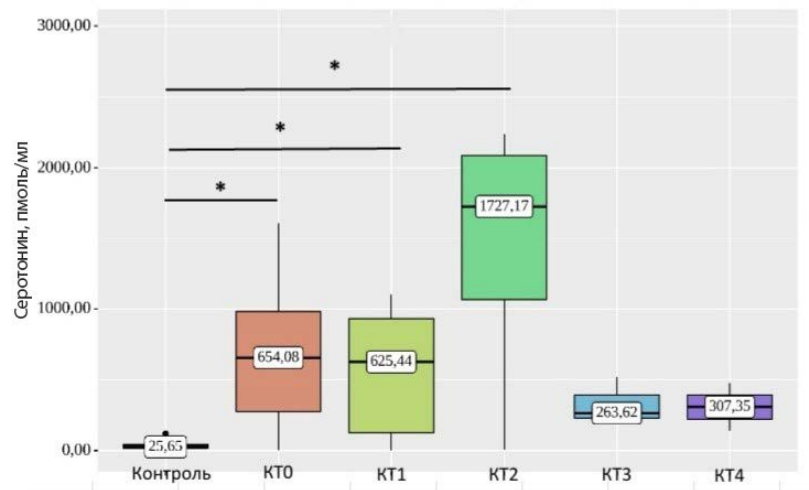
Концентрация серотонина в зависимости от степени поражения легких по данным компьютерной томографии при сравнении с контролем.
